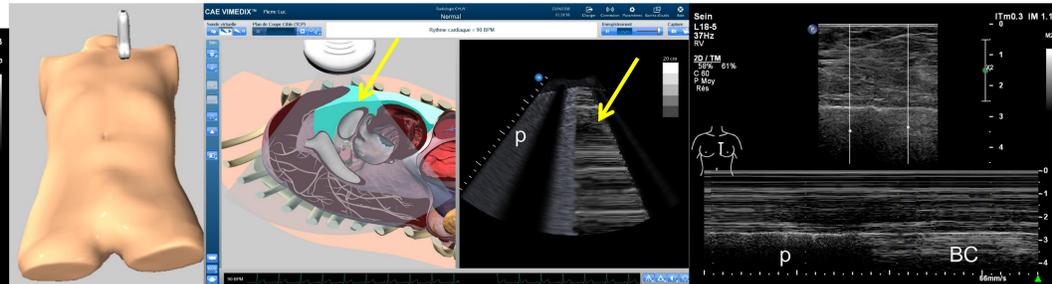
Vue parasternale gauche montrant un pneumothorax (flèche). Sur l'image en mode B, le poumon ventilé a un aspect granuleux (p). Sur le mode M, le pno donne l'image du « barcode » (BC)
